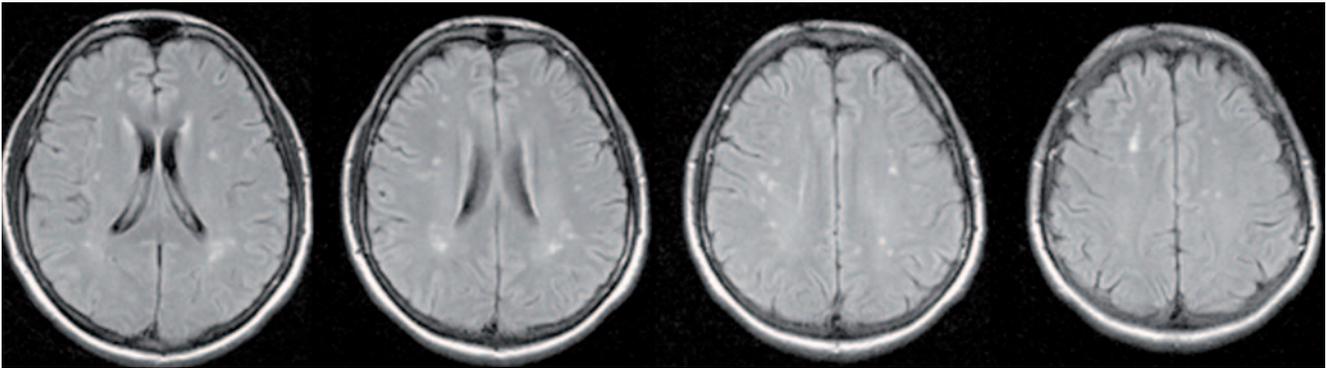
multiple subkortikale signalreiche Läsionen in den FLAIR-Sequenzen. Nach Gadolinium keine Signaländerung; kein fokales Ödem, keine Hirndruckzeichen.
